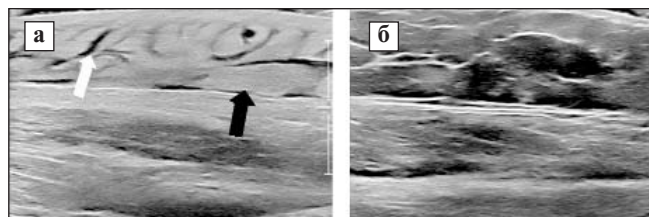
УЗИ мягких тканей: а — диффузное повышение эхогенности ПЖК (черная стрелка) с ее истончением по сравнению с контралатеральной стороной, утолщенные анэхогенные перегородки — септы (белая стрелка) между жировыми дольками; б — контралатеральная сторона (норма, В-режим)
